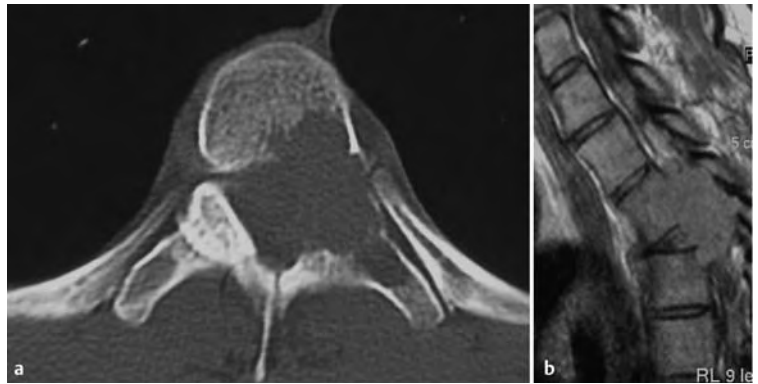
Riesenzelltumor in D4 bei einem 25-jährigen Mann mit Kribbelparästhesien und Schwäche in beiden Beinen sowie Gangunsicherheit. a Der Tumor hat sein Epizentrum in den hinteren Wirbelkörperanteilen, von dort aus wächst er nach vorn in den Wirbelkörper und nach hinten in den Bogen. Keine Matrixverkalkung. b In der MRT ist der parossale Tumoranteil eindrucksvoll dargestellt, er breitet sich eher wie beim Chordom nach kaudal aus (s. dort).
